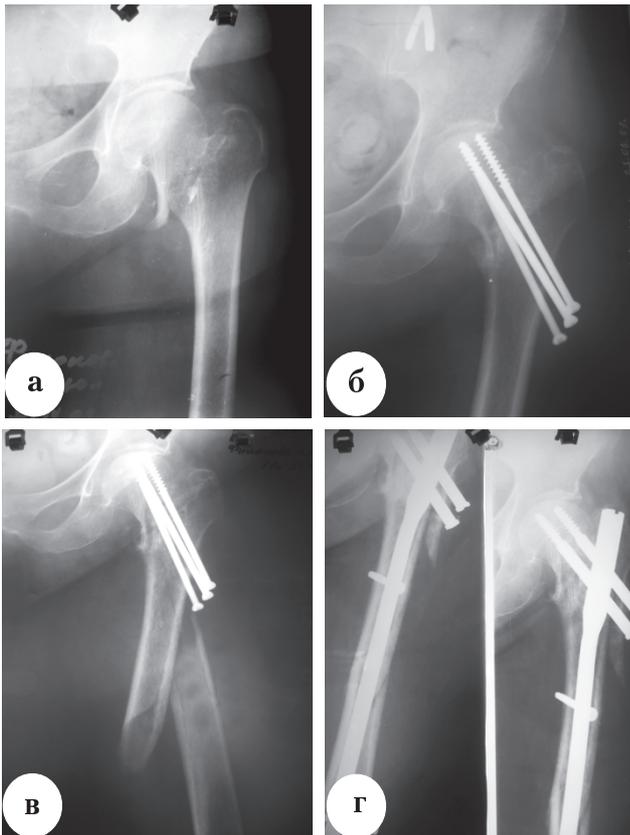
Рентгенограммы больной Ф., 60 лет: а – перелом шейки левого бедра; б – после остеосинтеза винтами АО; в – ипси-латеральный перелом левой бедренной кости в верхней трети со смещением отломков; г – после остеосинтеза PFN
